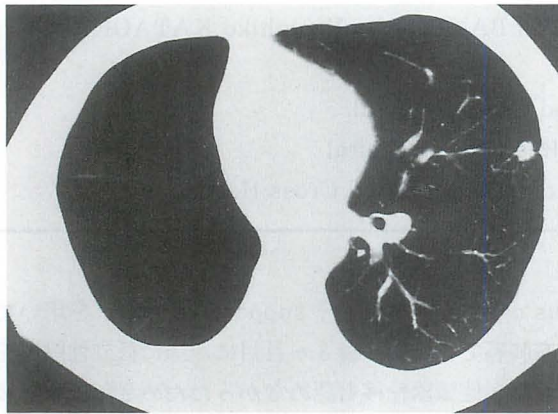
胸部CT像で左S⁴に径10mmの胸膜陷入像を有する辺縁不整な円形陰影を認める。
